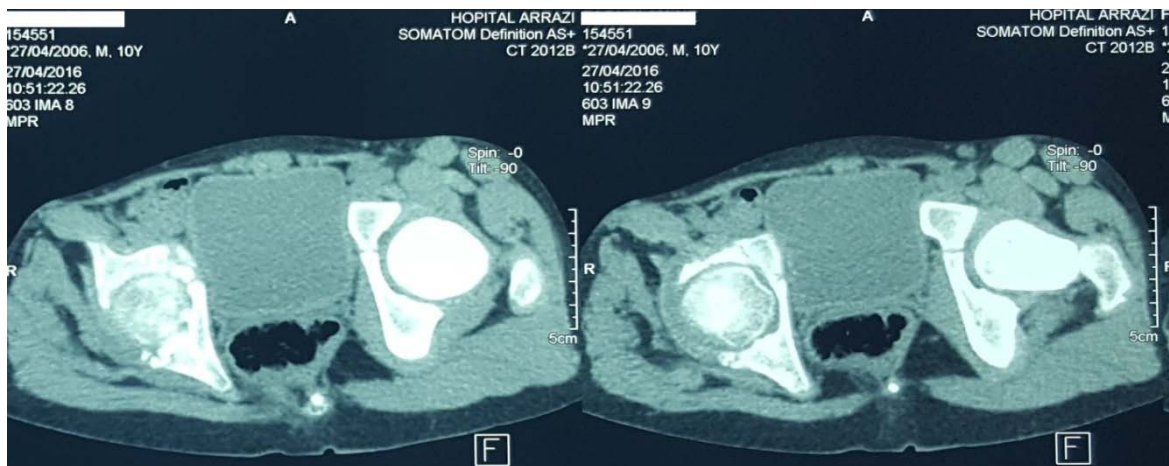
TDM du bassin coupe axiale sans injection du produit de contraste : Pincement de l'interligne coxo-fémoral droite et individualisation de lésions géodiques sous chondrales.
